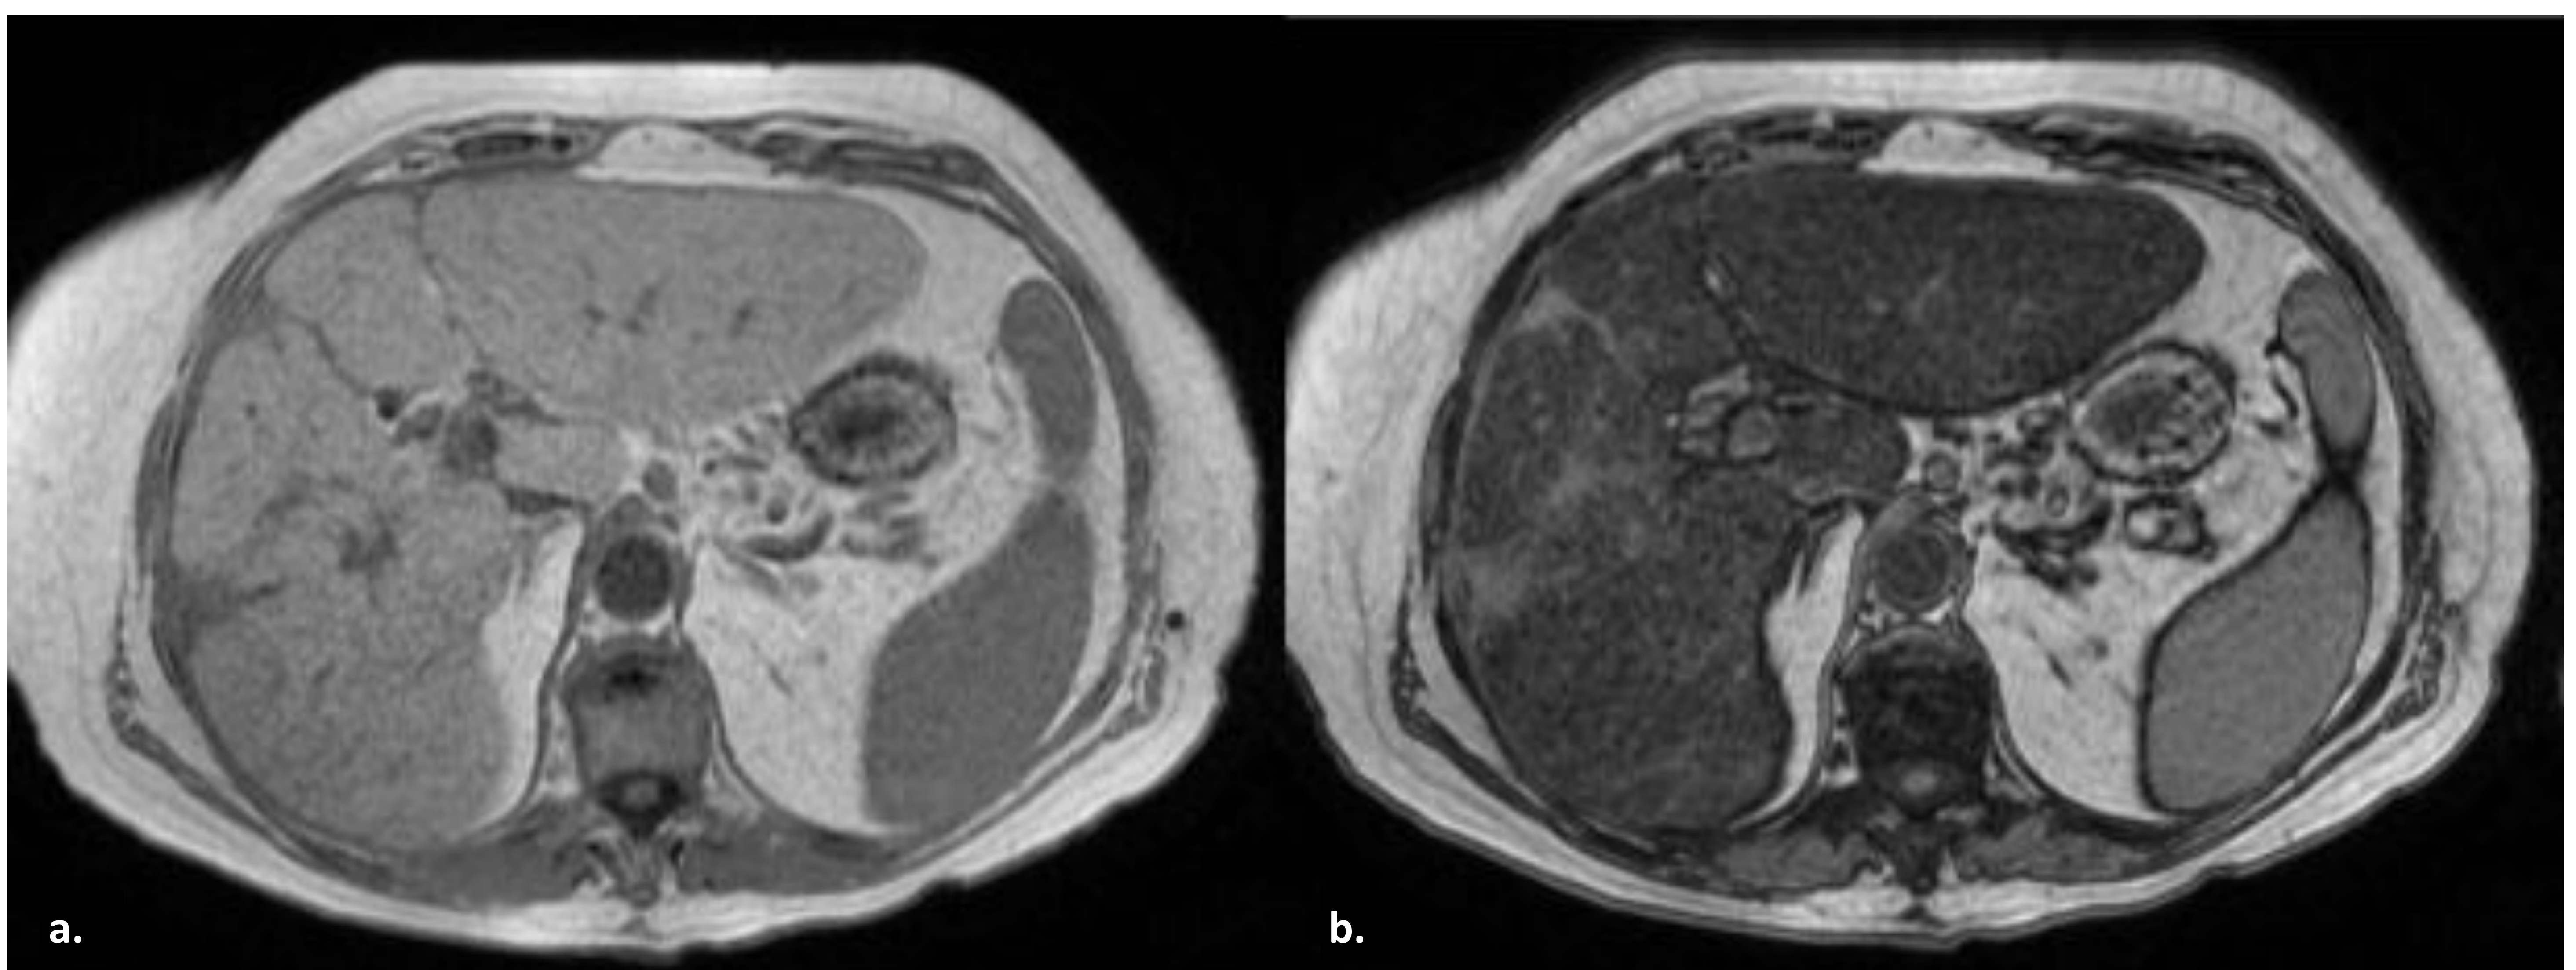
Imagen de RM de secuencias de desplazamiento químico potenciadas en T1 (dual Eco) a. Fase. b. Fuera de fase. Parénquima hepático ligeramente hiperintenso en la secuencia fase por grasa citoplasmática la cual produce una caída de intensidad de señal en la secuencia fuera de fase.
